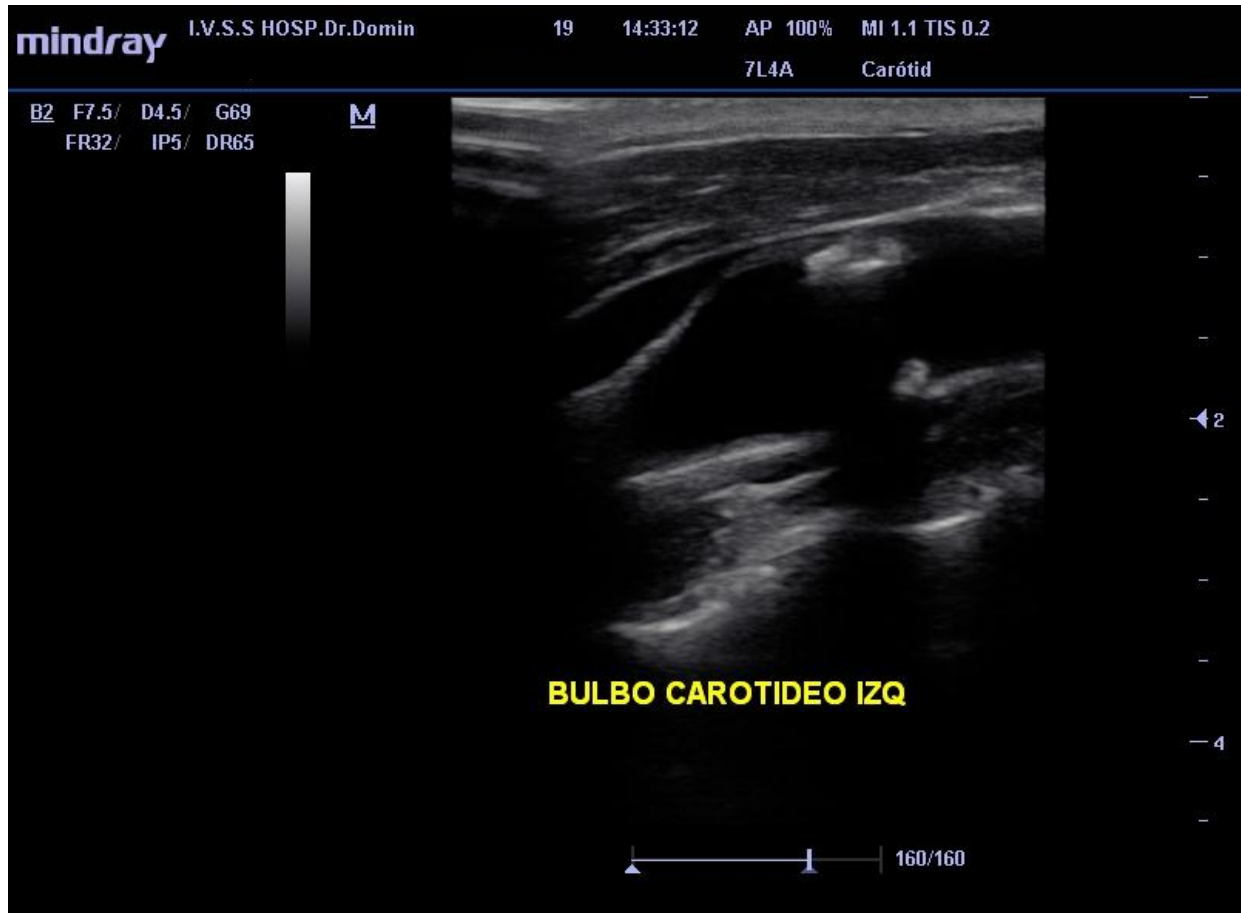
Ultrasonido a nivel de arteria carótida, observándose placas de ateroma heterogéneas, de ecogenicidad media, con ecos internos que dejan sombra acústica posterior, localizadas en pared anterior y posterior. El diámetro de estenosis no supera el 50% de la luz del vaso.
